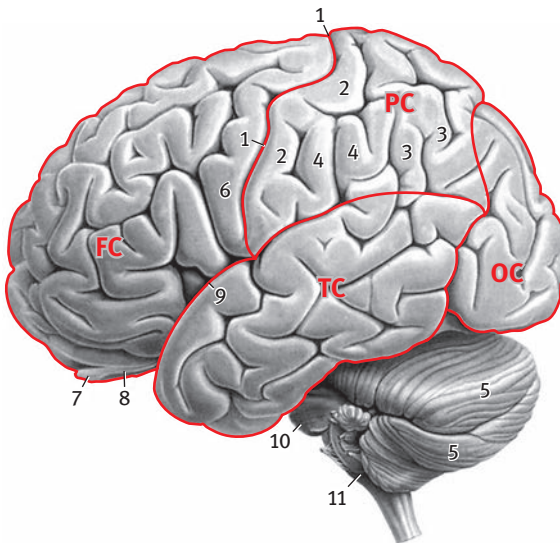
Seitenansicht des menschlichen Gehirns. Sichtbar ist die Großhirnrinde mit ihren Windungen (Gyrus/Gyri) und Furchen (Sulcus/Sulci) und das ebenfalls stark gefurchte Kleinhirn. Abkürzungen: FC Stirnlappen; OC Hinterhauptslappen; PC Scheitellappen; TC Schläfenlappen; 1 Zentralfurche (Sulcus centralis); 2 Gyrus postcentralis; 3 Gyrus angularis; 4 Gyrus supramarginalis; 5 Kleinhirn-Hemisphären; 6 Gyrus praecentralis; 7 Riechkolben; 8 olfaktorischer Trakt; 9 Sulcus lateralis; 10 Brücke; 11 Verlängertes Mark. (Aus Roth, 2015).
